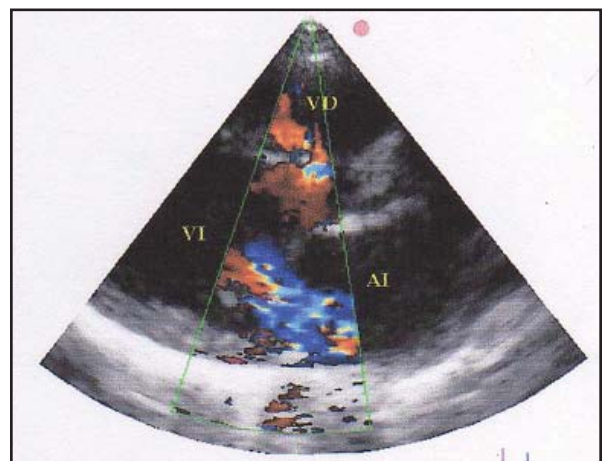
Eje largo paraesternal de doppler color que muestra regurgitación mitral moderada a severa en una paciente con una valvulopatía mitral congénita.
